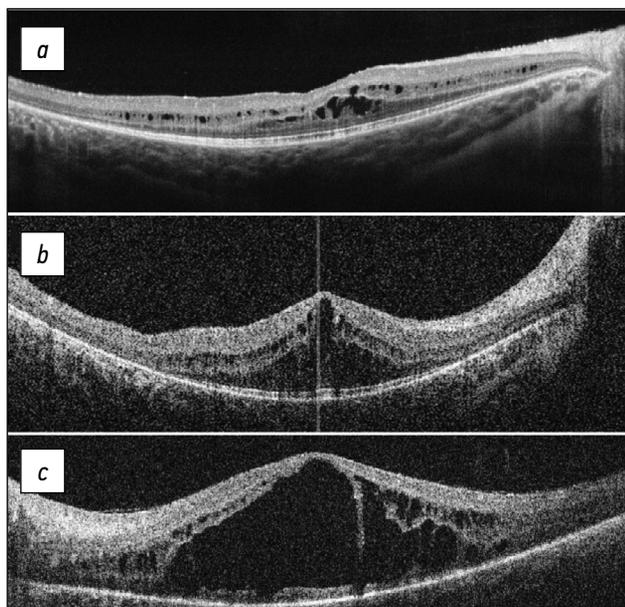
Состояние слоя фоторецепторов у детей с пигментным ретинитом и кистовидным макулярным отёком по данным оптической когерентной томографии: *a* — слой фоторецепторов сохранён; *b* — частичная деструкция, *c* — полная деструкция.
